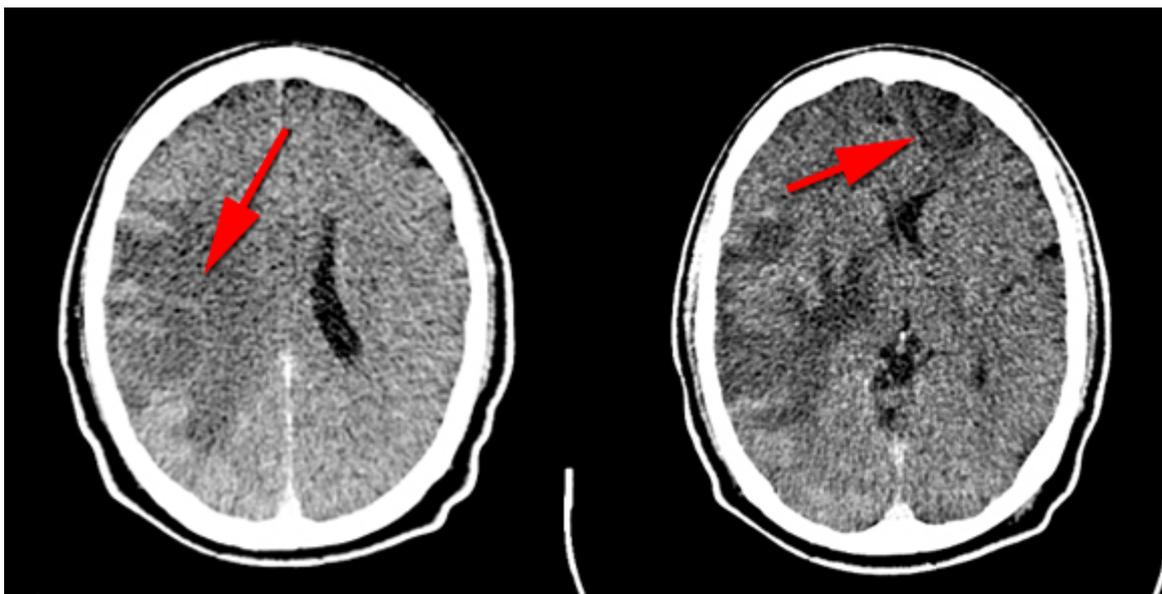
TAC simple de cráneo.
